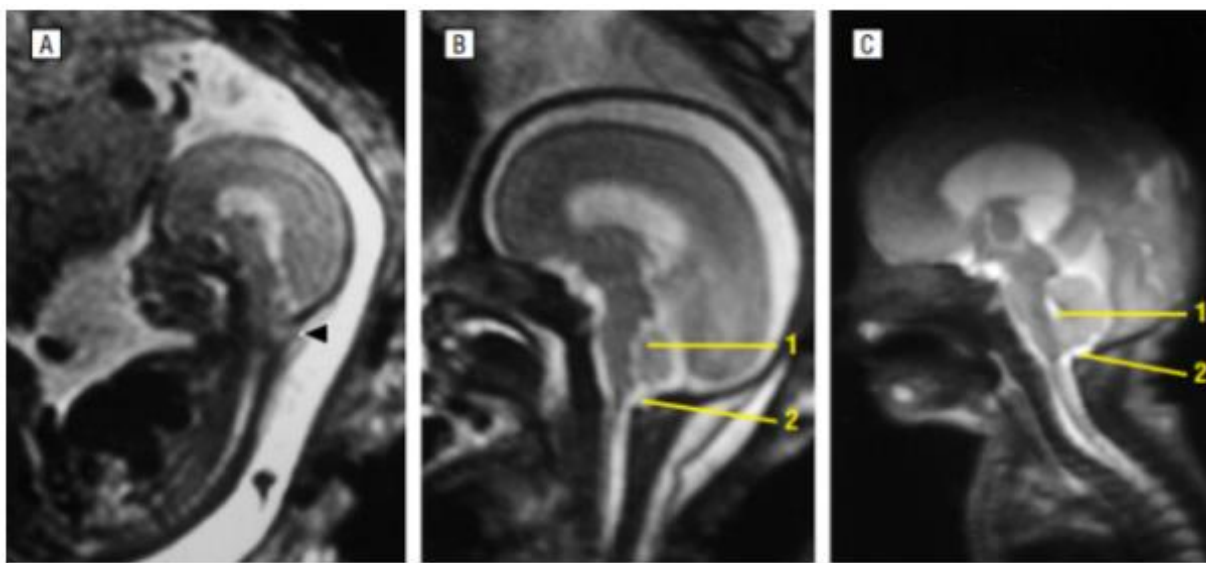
A. RM de un feto a las 20 semanas, se muestra la herniación del vermis sin 4to ventrículo ni CM. B. RM del mismo paciente 3 semanas post cirugía. Se muestra que el LCR ya es visible en el 4V (flecha 1) y en la CM (flecha 2). C. RM postnatal. Las estructuras de la fosa posterior se encuentran aún más expandidas. *Fuente: Sutton L. Improvement in Hindbrain Herniation Demonstrated by Serial Fetal Magnetic Resonance Imaging Following Fetal Surgery for Myelomeningocele. 1999.*
